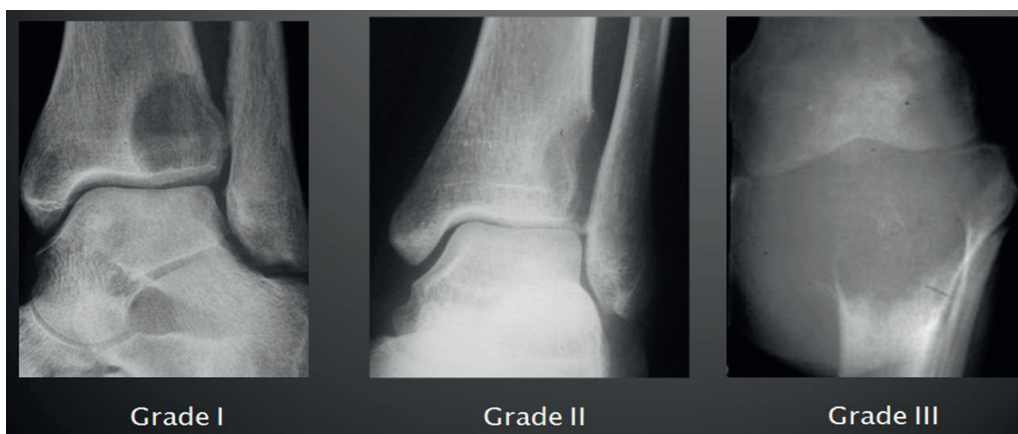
Classification radiographique des TCG Selon Campanacci.
